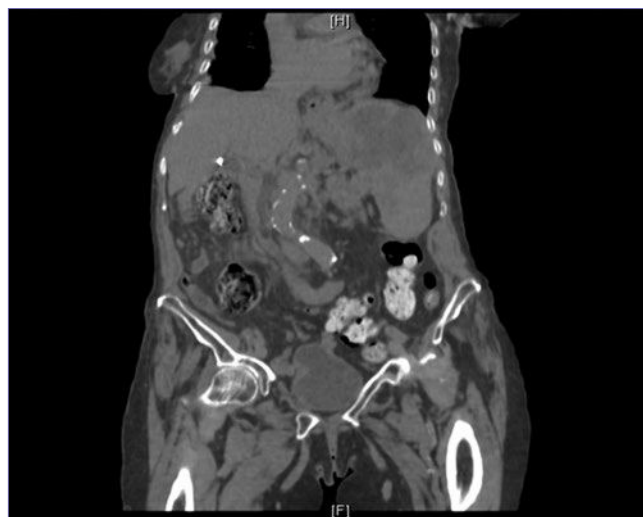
Corte axial y coronal de TC de pelvis donde se observa tumor de 13 x 10 x 10 cm de diámetro, con aparente infiltración a tejidos adyacentes, sin datos de actividad ganglionar intraabdominal.
